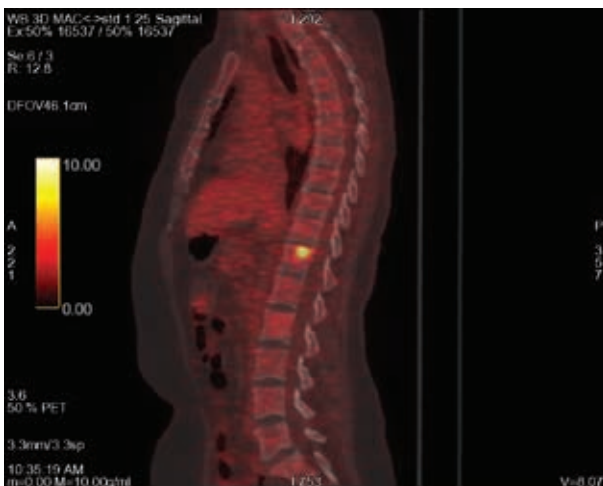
ПЭТ-КТ от 25 октября 2019 г.: новый очаг поражения в теле Th12
